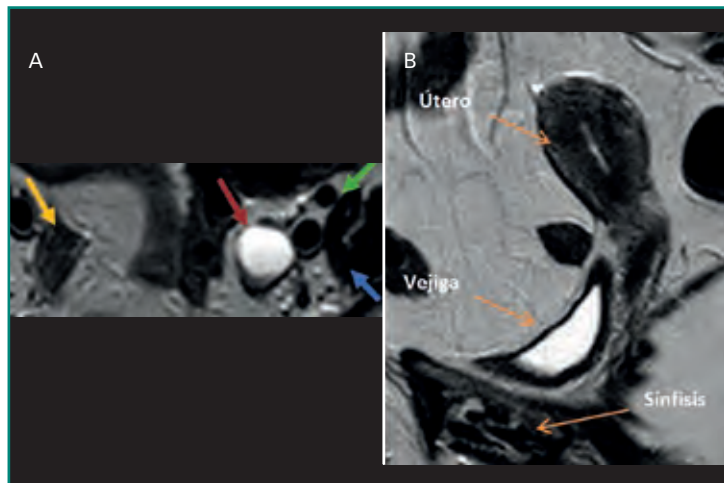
Ejemplo de anatomía normal de la pelvis femenina. A: ovario derecho normal (flecha amarilla); ovario izquierdo con quiste (flecha roja); arteria y vena ilíacas externas (flecha verde); músculo psoas izquierdo (flecha azul); B: Corte sagital de línea media con RM.
